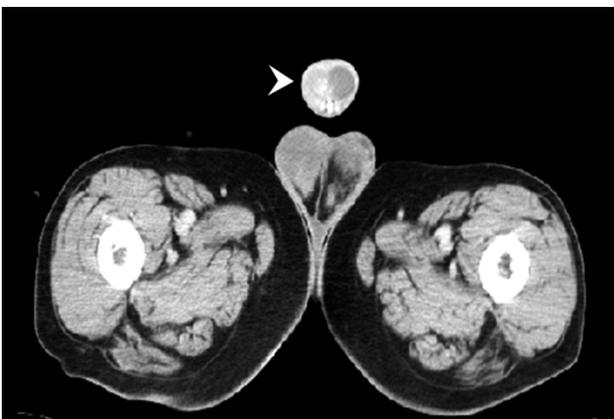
CT scan of perineum region, showing invasion into the corpus cavernosum (The arrows show the lesions)
